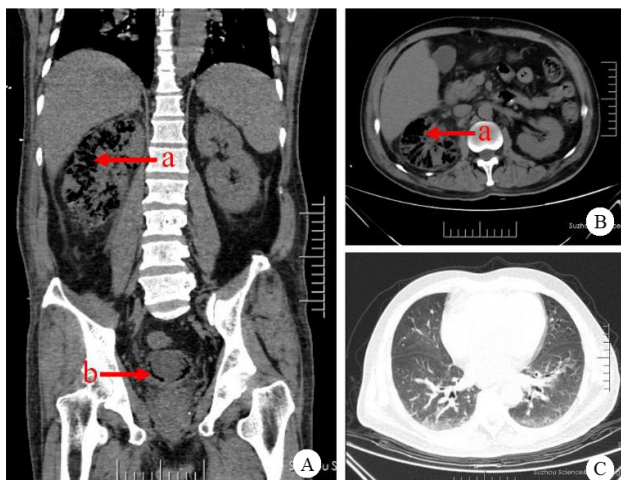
患者 CT 影像 (A:腹部冠状位 CT 影像;B:横断位 CT 表现, a 为右侧肾脏多发积气影,部分肾实质被气体替代, b 为膀胱内多发积气影; C 为肺部 CT 可见双肺炎症)
